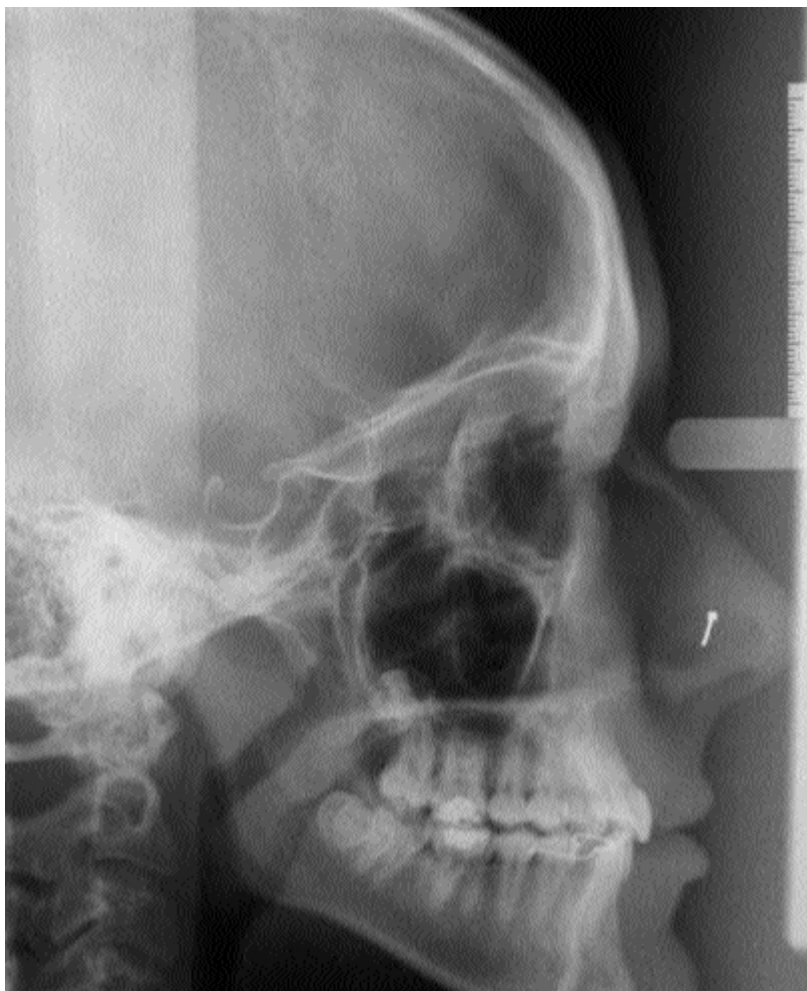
Telerradiografía lateral de cráneo final.
